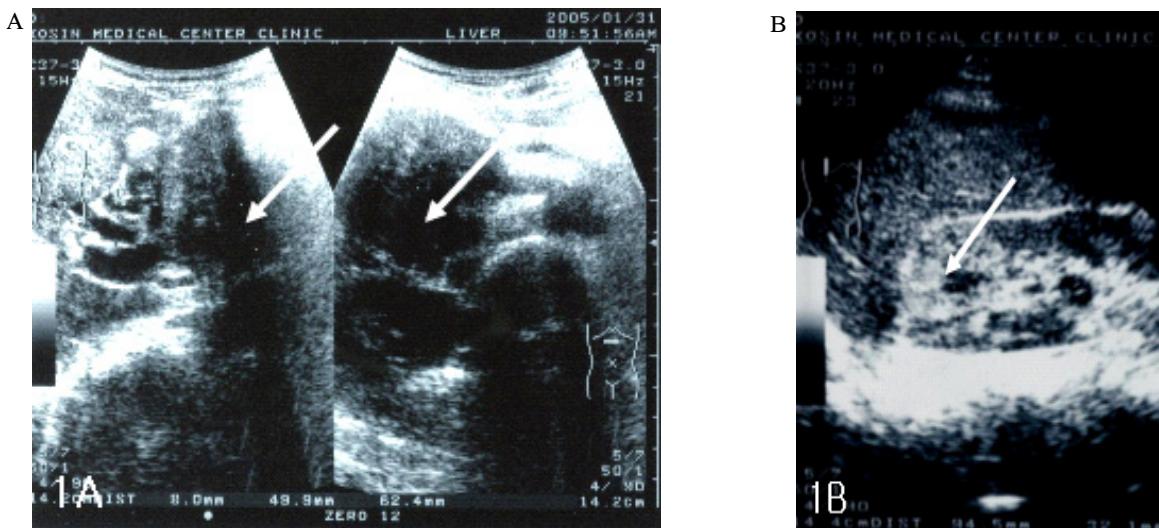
Ultrasound showing 6.3 cm sized mass at pancreatic head A and 3.3 cm sized isoechoic mass at right kidney B.
